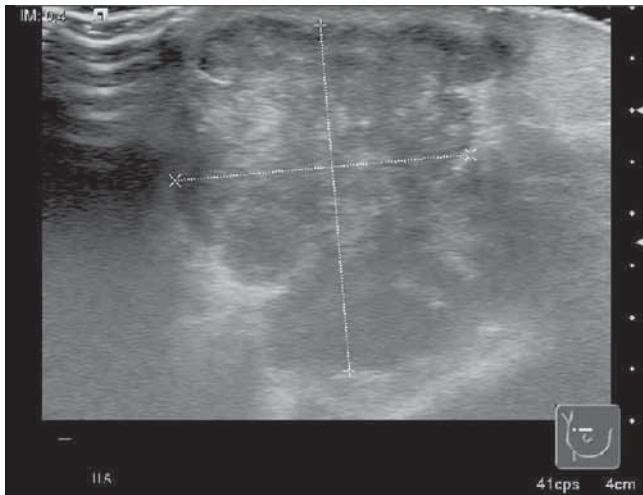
Ecografía mamaria derecha, con tumor irregular heterogéneo de 33.5×28.7 mm en la región retroareolar.
